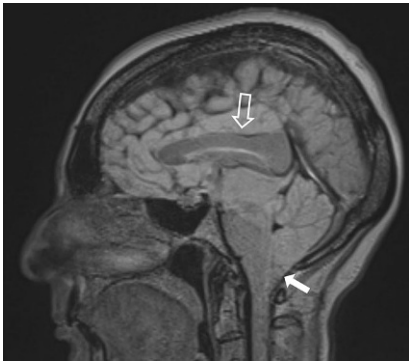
▲ Kraniale MRT, sagittale FLAIR-Wichtung: frontotemporales „brain sagging“: Absinken des Mittelhirns und Verlagerung des Pons nach rostral an den Klivus, Tiefstand der Kleinhirntonsillen (Pfeil), Abflachung des Balkens (Pfeilumriss)
